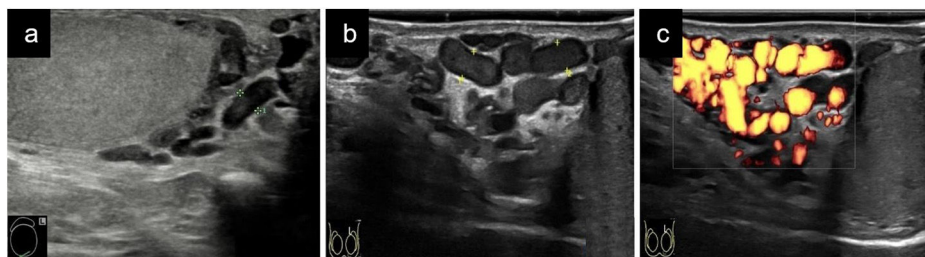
a) Varicocele leve (vaso dilatado medido entre cruces); b) Varicocele moderado/severo (vasos dilatados medidos entre cruces); c) Varicocele de imagen «b» con captación Doppler con maniobra de Valsalva en relación con reflujo.
